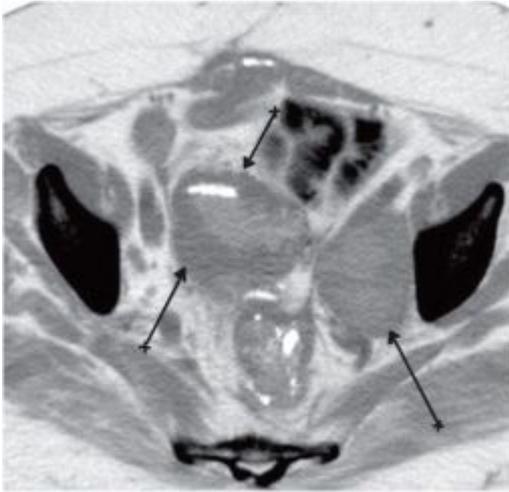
Рак сигмовидной кишки. Стрелками указана опухоль. Компьютерная томограмма
